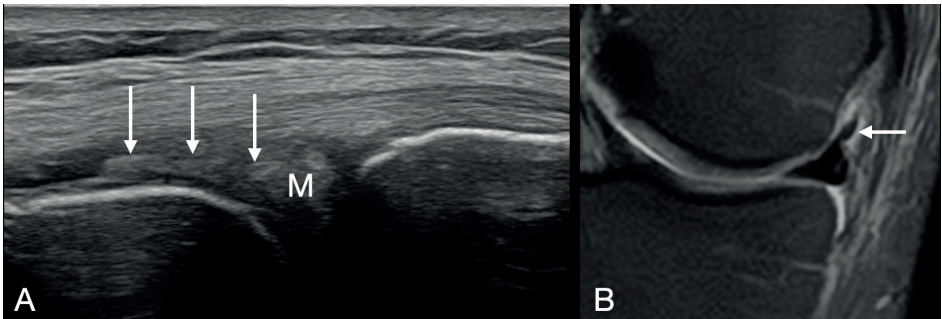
Echographie en coupe longitudinale (A) et IRM en coupe coronale en pondération DPFS (B) montrant une languette (flèches) luxée dans le récessus méniscofémoral.
